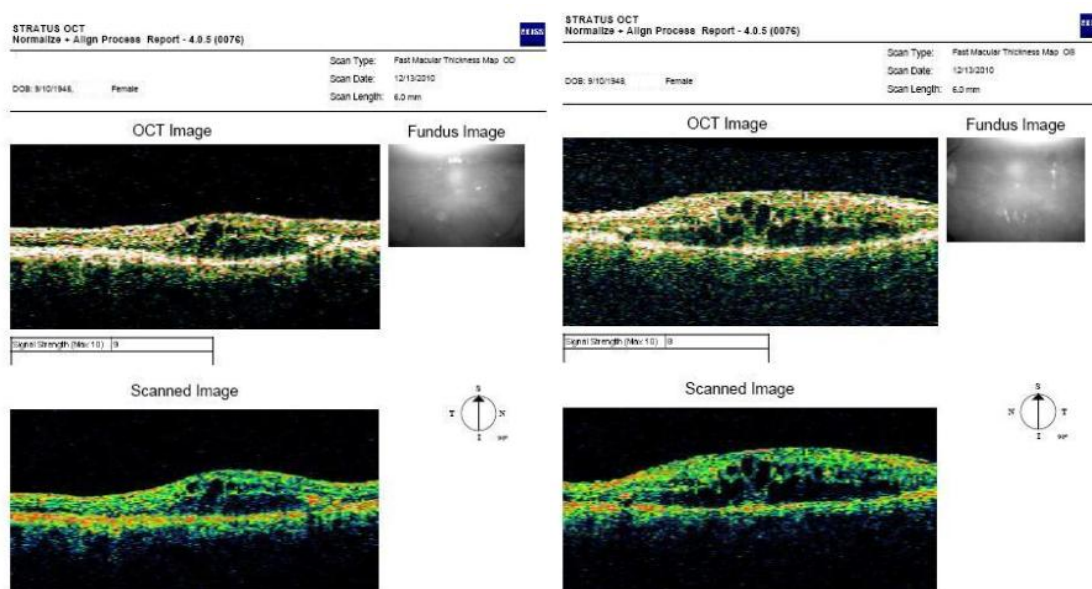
Tomografia de coerência óptica da zona macular realizada ao olho direito e olho esquerdo respectivamente em Dezembro de 2010 (26).
